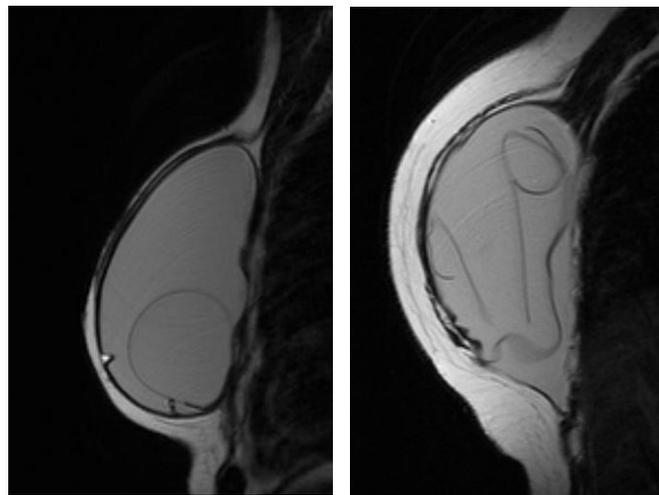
RM mamaria en plano sagital. Rotura intracapsular de ambas prótesis mamarias.
